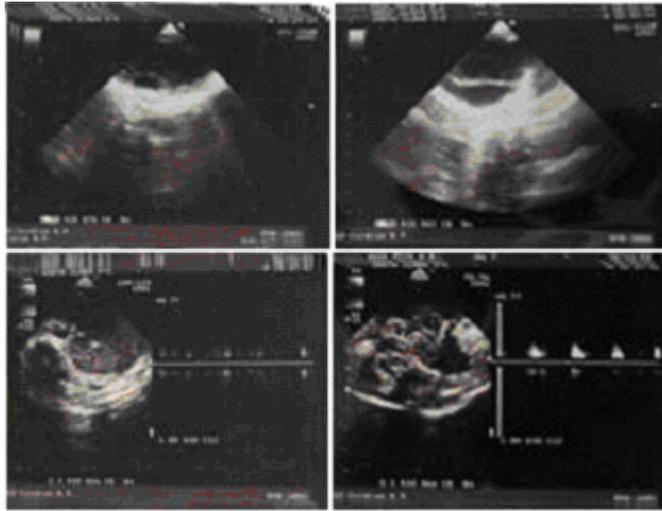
Ecocardiograma Doppler donde se observa predominio de cavidades derechas.
